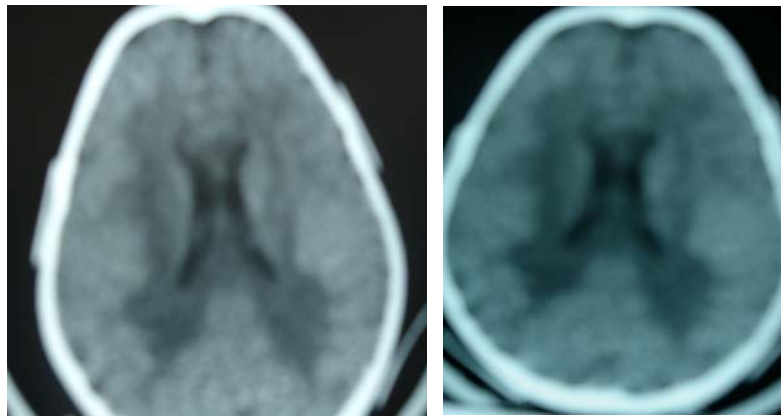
TDM cérébrale montrant une hypodensité symétrique de la SB péri ventriculaire.
